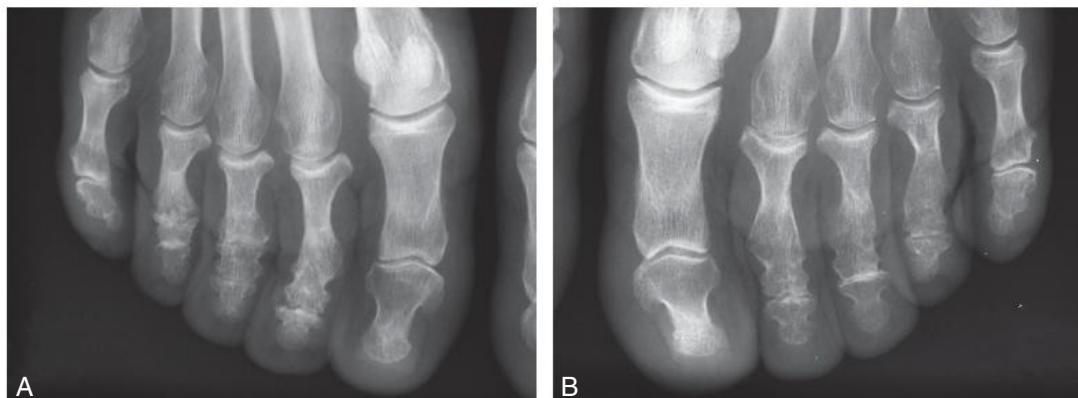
C Radiographies de face de l'avant-pied droit (A) et gauche (B). Arthrite ankylosante des articulations interphalangiennes proximales.
